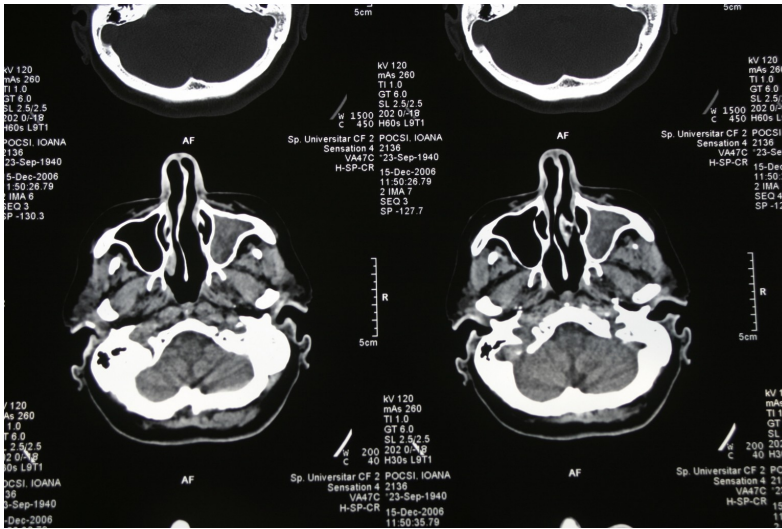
Sinuzită maxilară (imagine RMN)
